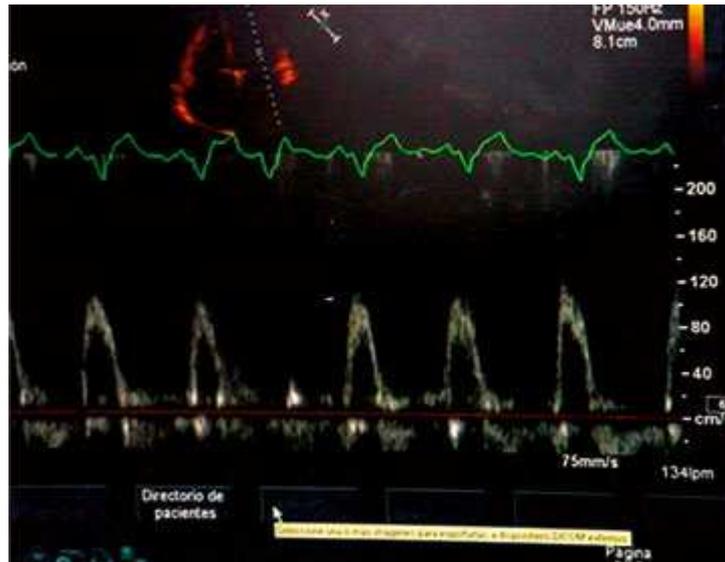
Estudio Doppler.
